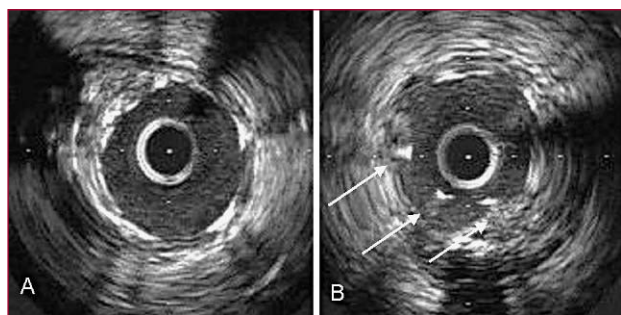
A. Imagen de ecografía intracoronaria que muestra un *stent* *farmacoactivo* bien aposicionado inmediatamente postimplantación. B. Estudio de ecografía intracoronaria a los 9 meses de seguimiento donde se visualiza aposición anómala tardía de los *struts* del *stent* (flechas).
